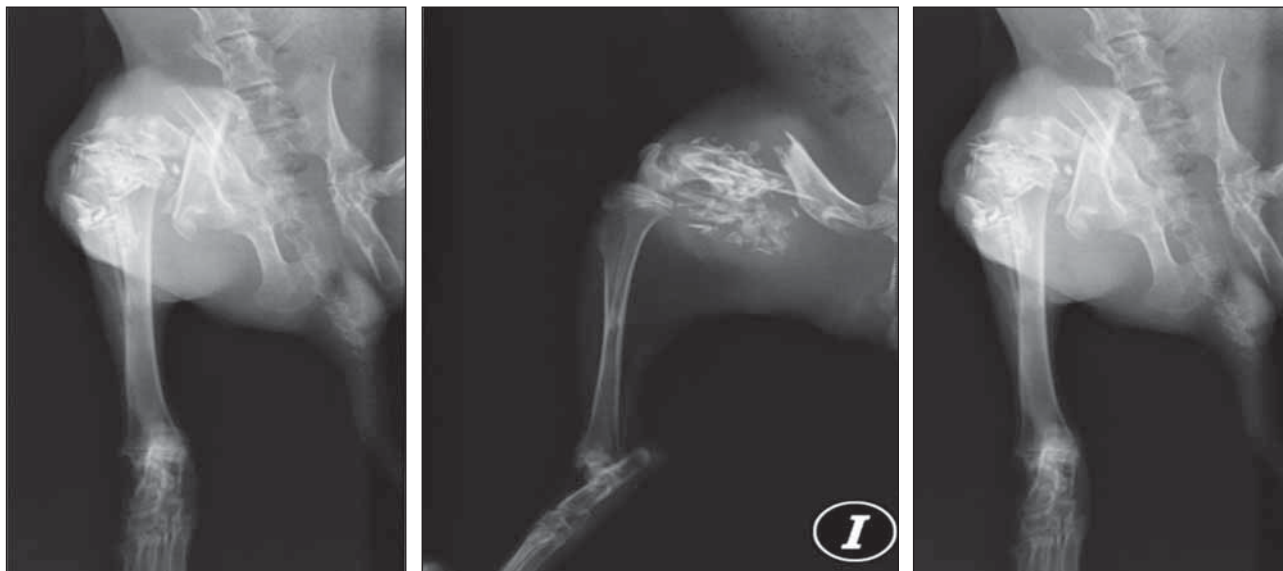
Radiografías anteroposterior y perfil del fémur fracturado en el que se realizó tratamiento con injerto óseo molido crioconservado con antibiótico.
